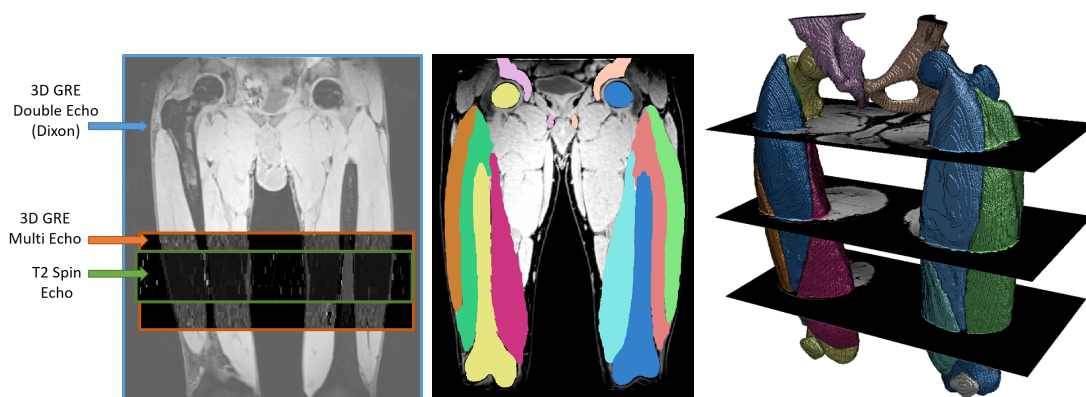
Acquisition IRM (à gauche), segmentation manuelle sur une coupe (au centre) et rendu 3D des segmentations des quadriceps et des os (à droite).
